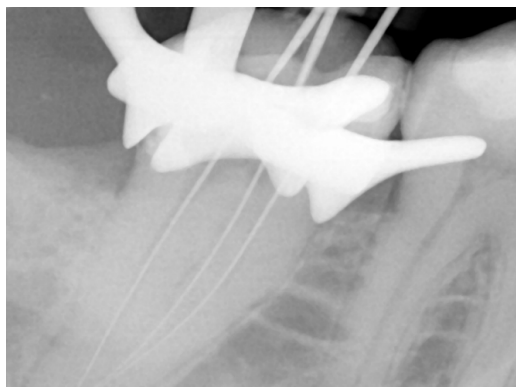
Radiografía inicial pieza 4.7
